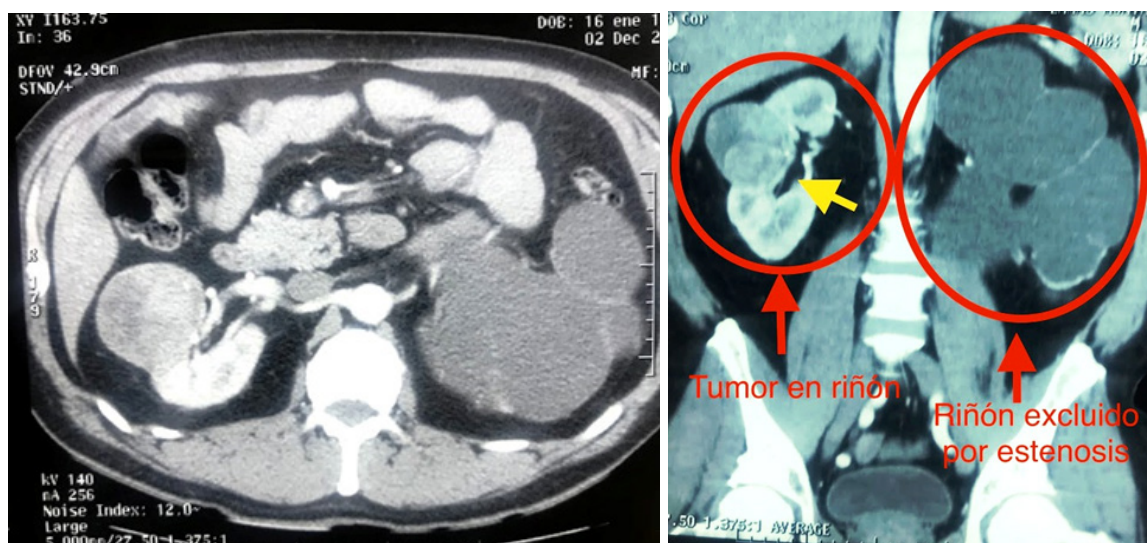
Urotomografía contrastada: se observa riñón izquierdo excluido, con pérdida total de su función, con riñón derecho con tumor de 10 x 8 cm de diámetro
